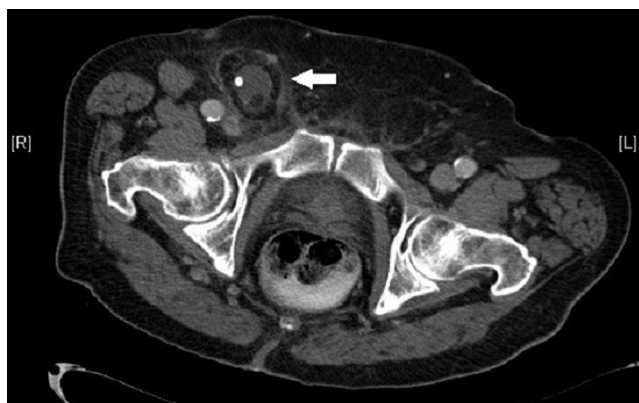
Corte axial de TC en el que se identifica una hernia femoral incarcerada en la región femoral derecha con líquido libre y un apendicolito en el interior del saco herniario.
